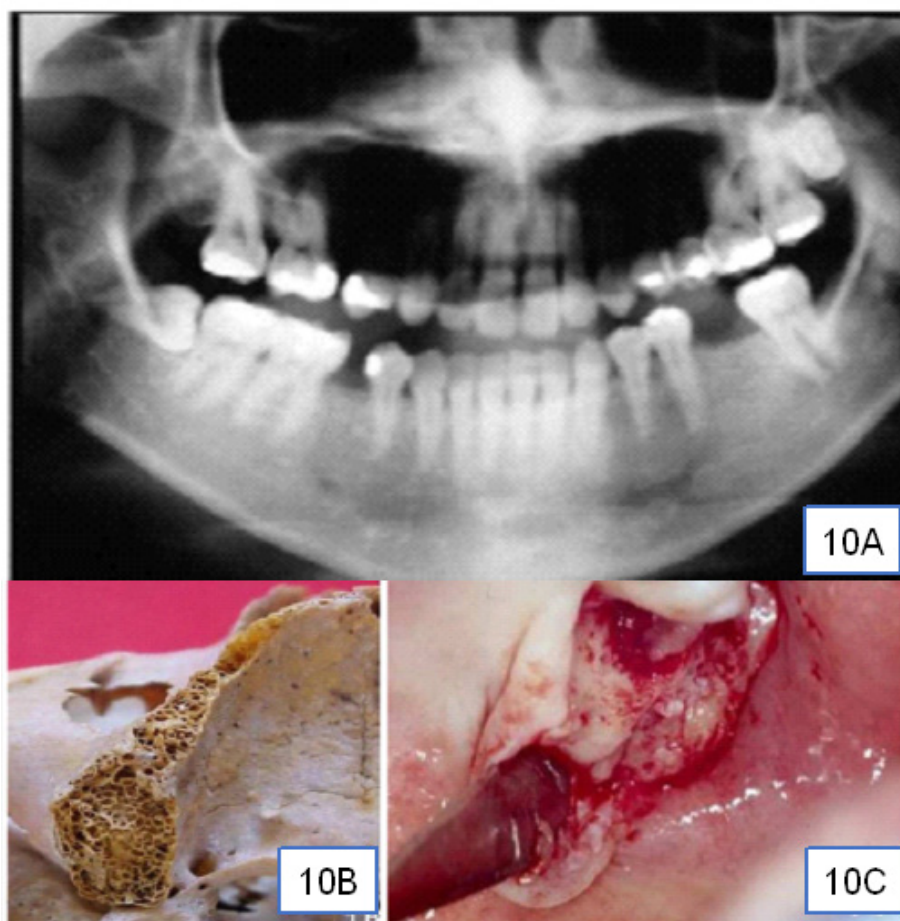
(A) Radiografia panorâmica dos maxilares, mostrando a possibilidade de remoção de túber do lado direito do paciente; (B) No crânio seco evidenciando a presença de osso medular; (C) Em um paciente, demonstrando a tuberosidade após descolamento mucogengival para a remoção do enxerto.
